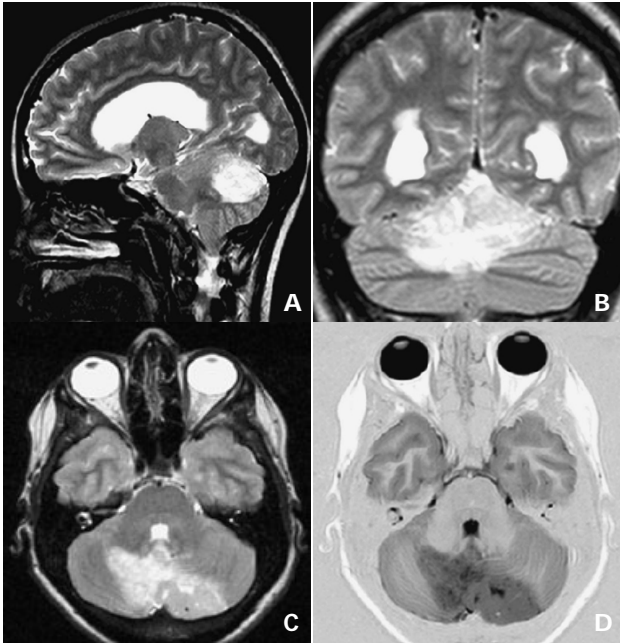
Imágenes de RMN anatómicas ponderadas en T2 (A, B y C), vistas sagital, coronal y axial, respectivamente. Imagen axial ponderada en T1 IR (D). Se muestra el área tumoral hemisférica infiltrando vermis y hemisferio contralateral.
